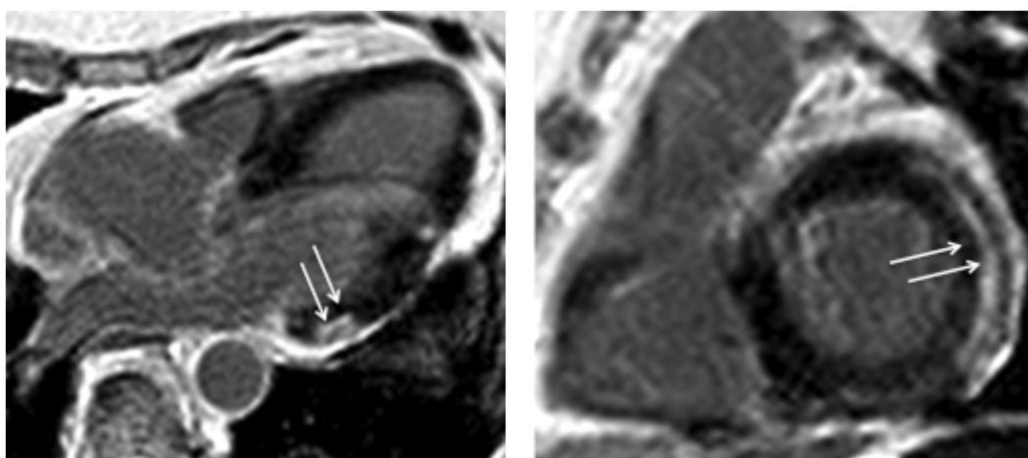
Patient mit FSHD1 und normaler linksventrikulärer Funktion im Kardio-MRT. Darstellung der fokalen Fibrose (Pfeile) inferolateral basal mittels Late Gadolinium Enhancement (LGE). Links: Dreikammerblick rechts: eine kurze Achse.
